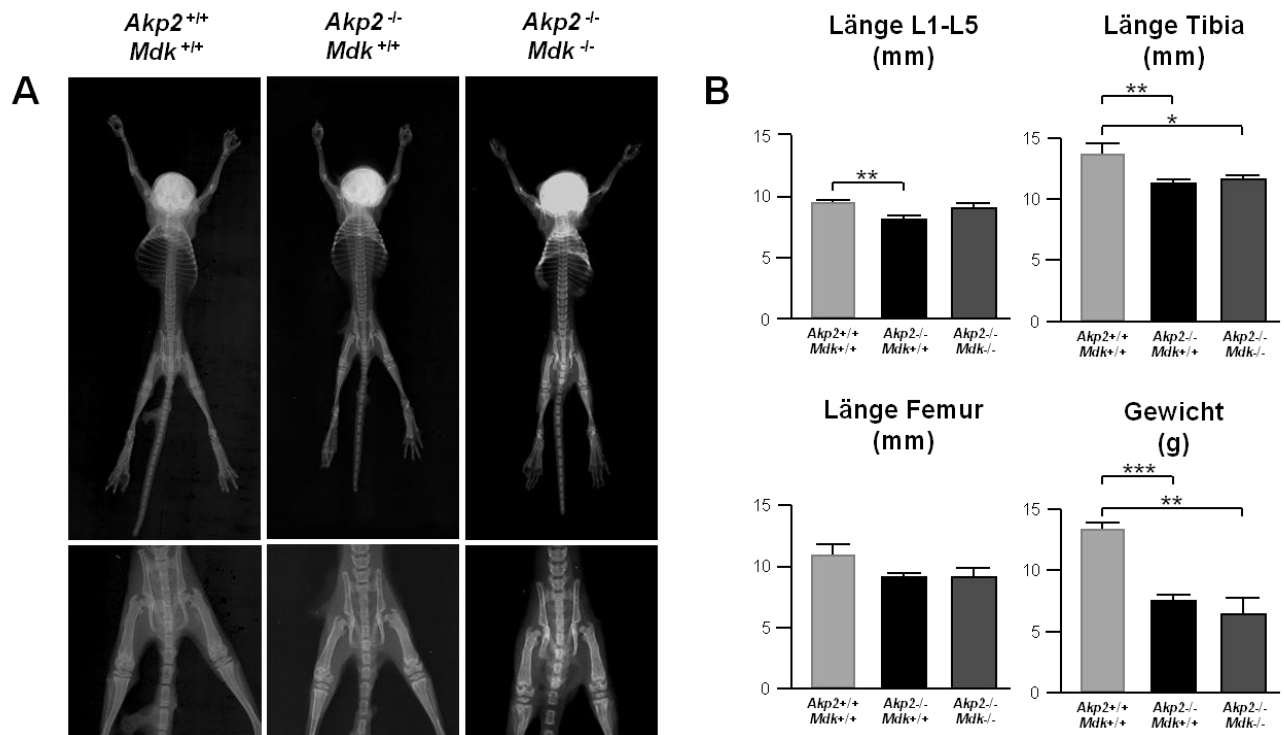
Charakterisierung $Akp2$ - und $Akp2/Mdk$ -defizienter Mäuse. (A) In der Darstellung sind Kontaktradiographien 3 Wochen alter Mäuse mit $Akp2$ -Defizienz ($Akp2^{-/-}/Mdk^{+/+}$), $Akp2$ - Mdk -Defizienz ($Akp2^{-/-}/Mdk^{-/-}$) und Wildtypen ($Akp2^{+/+}/Mdk^{+/+}$) verglichen worden. (B) Weitere Analysen lieferten die Werte der Lendenwirbelkörper-, Femora- und Tibialängen, sowie das Gewicht der Mäuse. (n=3 Tiere pro Gruppe; T-Test: * bedeutet $p < 0.05$;  bedeutet $p < 0.01$; * bedeutet $p < 0.001$).
